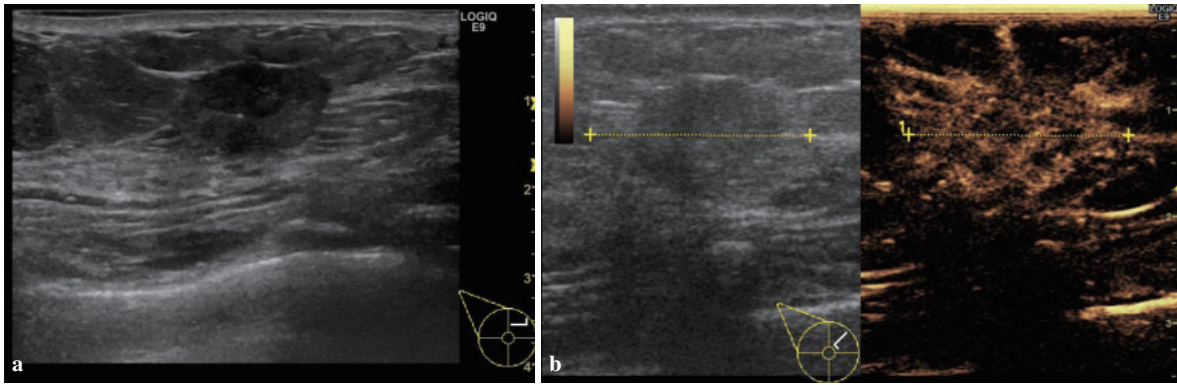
a：B-mode所見. b：造影超音波所見. B-modeで $13 \times 10 \times 12$ mmの限局性病変と測定した病変が，造影超音波では16mmと測定された.
